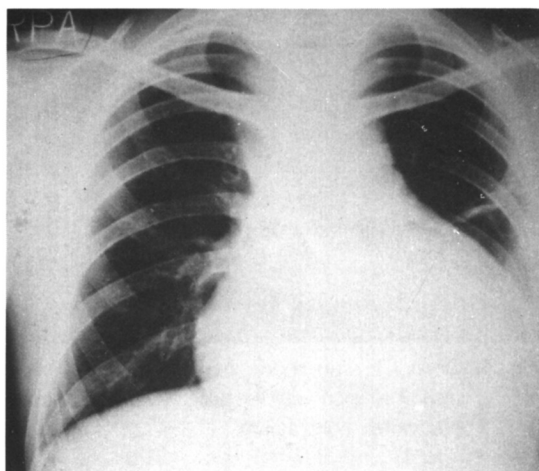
Chest X-ray shows marked cardiomegaly and focal atelectasis of left lower lobe of lung.
